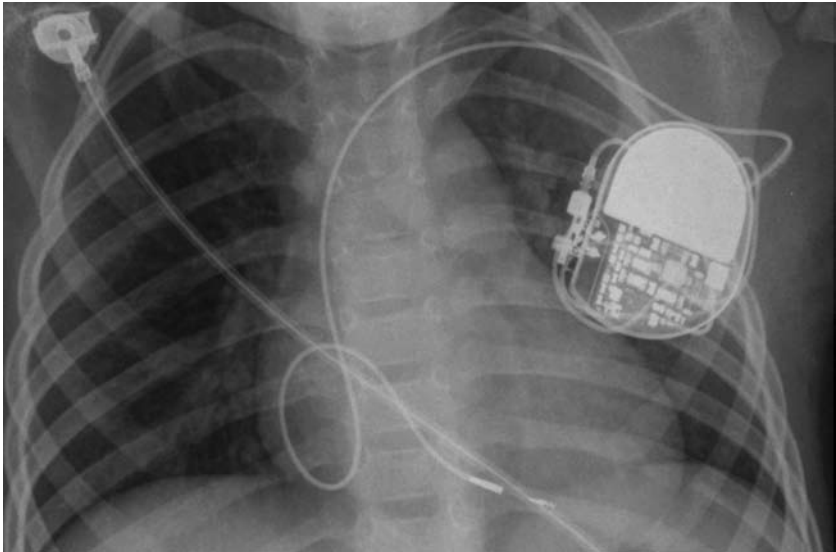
Radiografía de tórax que demuestra un bucle auricular en el electrodo ventricular para acomodar el crecimiento futuro en un niño de 2½ años de edad.
